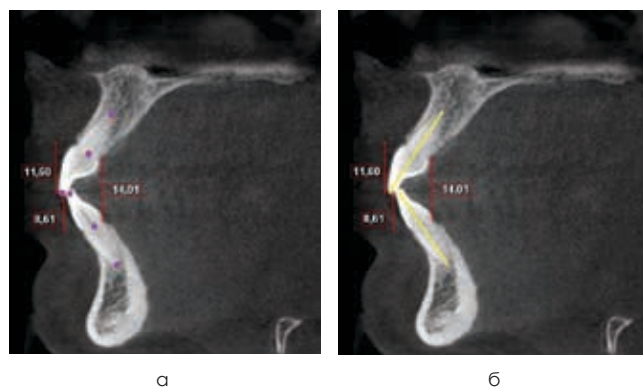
Методы исследования углов наклона медиальных резцов на компьютерных томограммах: а – основные одонтометрические точки; б – основные одонтометрические линии
